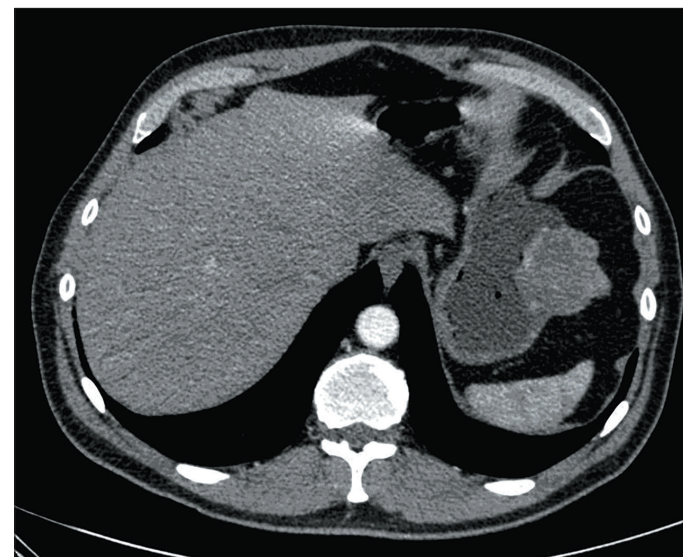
КТ-исследование брюшной полости с болюсным внутривенным введением неионного контрастного вещества. ГИСО по большой кривизне желудка на границе тела и проксимального отдела желудка. Аксиальная проекция. Артериальная фаза
